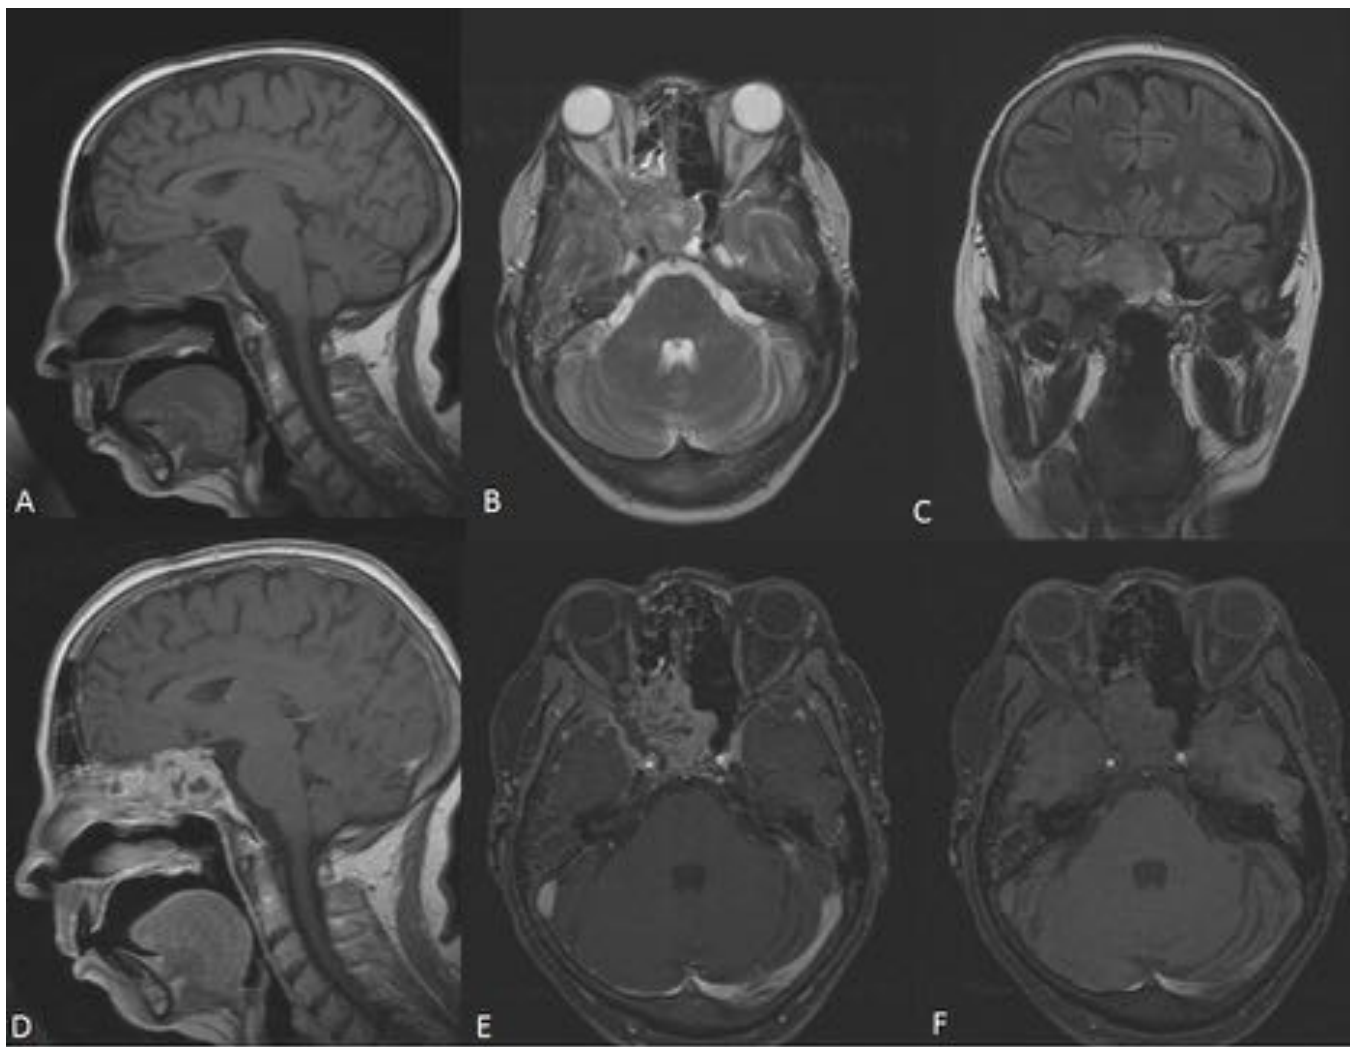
Secuencia T1 sagital (A), T2 axial (B), FLAIR coronal (C), T1 con gadolinio corte sagital (D), axial (E). (F) Secuencia SPIR. Masa compleja, heterogénea, centrada en la vertiente derecha del seno esfenoidal que invade el SC. Muestra una señal intermedia en T1 y T2, y tras la inyección de contraste realza de manera significativa, con áreas centrales no captantes, en relación con zonas de necrosis.
